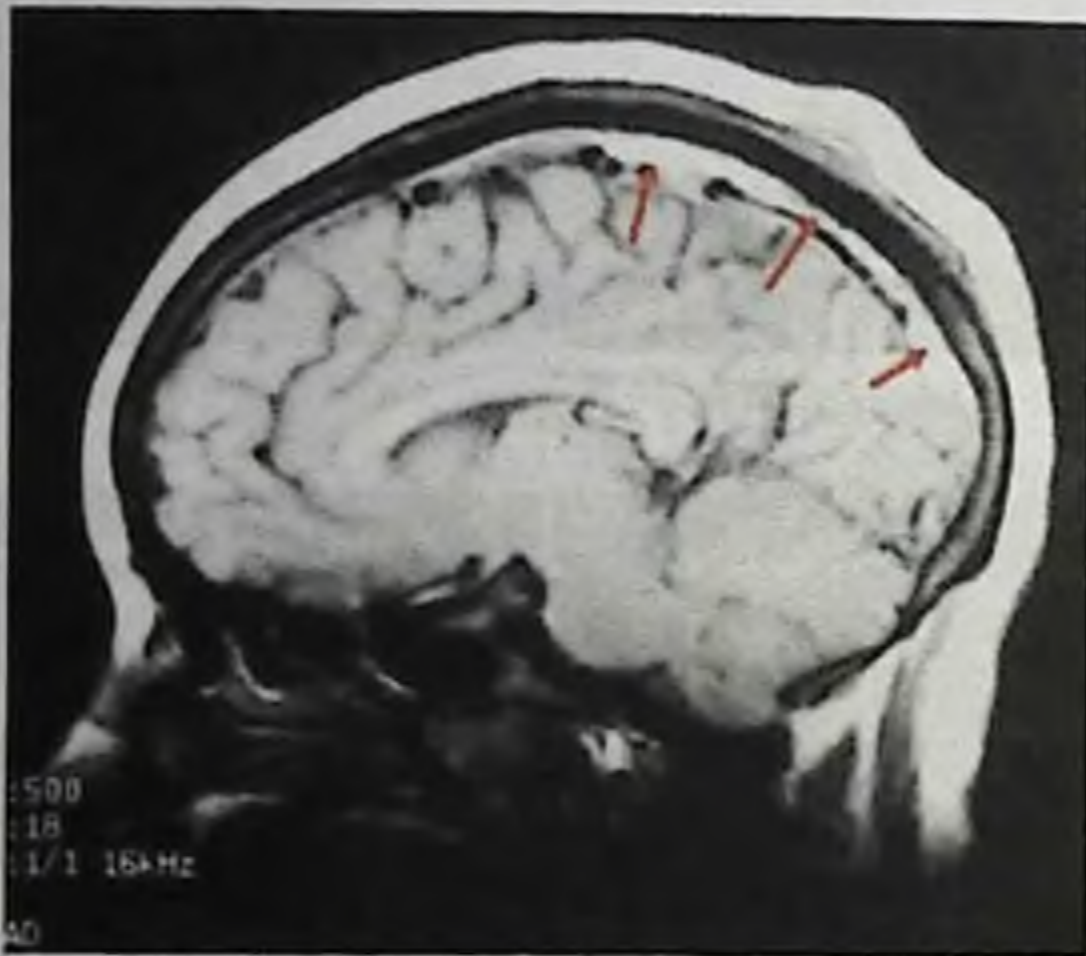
На данном рисунке представлена гиперинтенсивность от верхнего сагитального синуса из-за церебрального венозного тромбоза на МРТ картине в сагитальном срезе в режиме T1 без контраста
